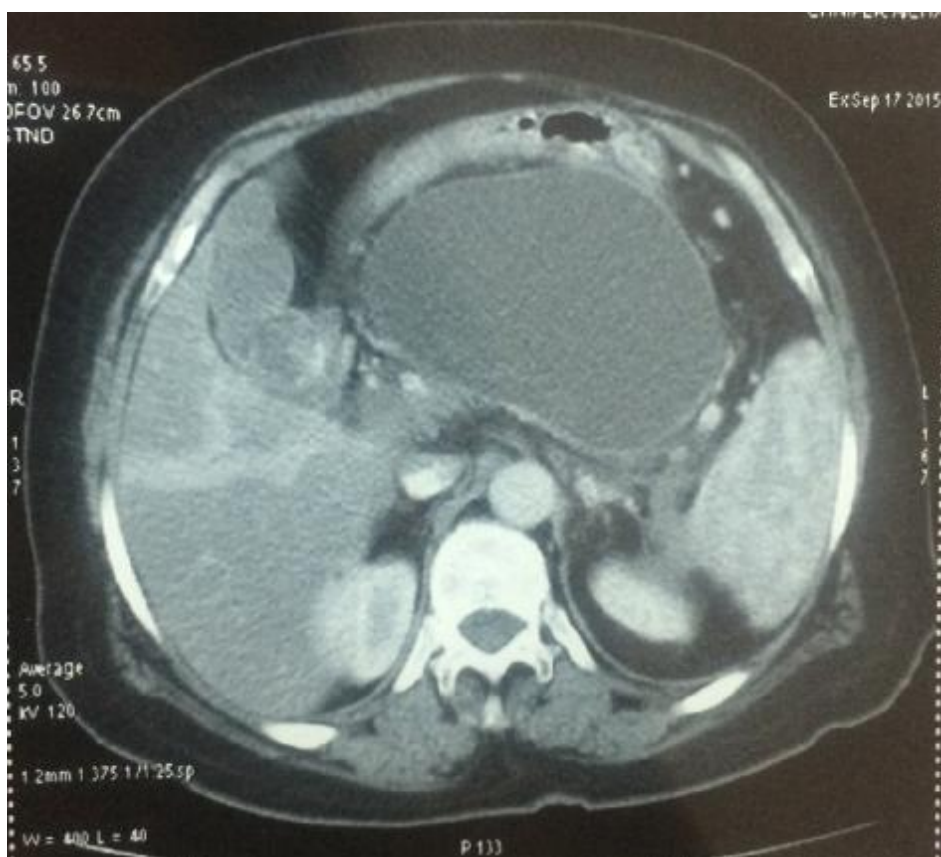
TDM abdominale chez un patient de notre étude montrant un PK occupant le corps et la queue du pancréas.
